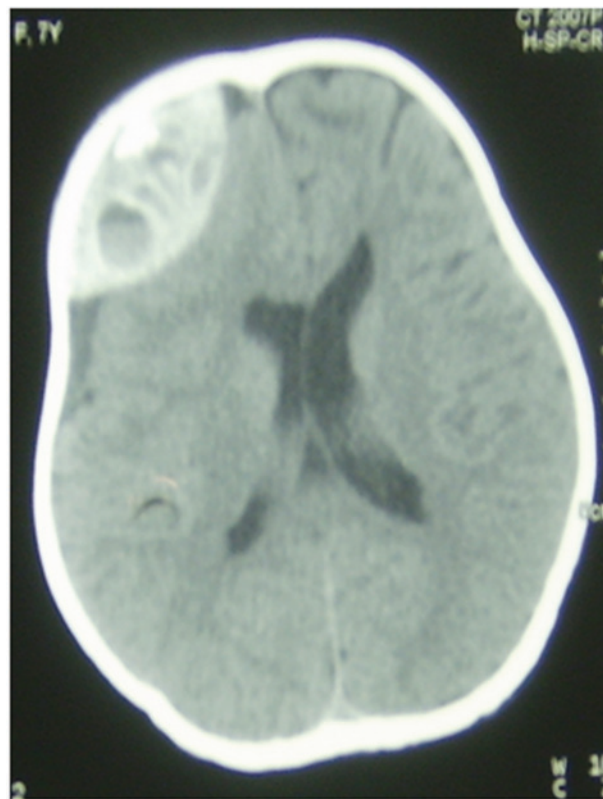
CT mostrando un hematoma epidural.
